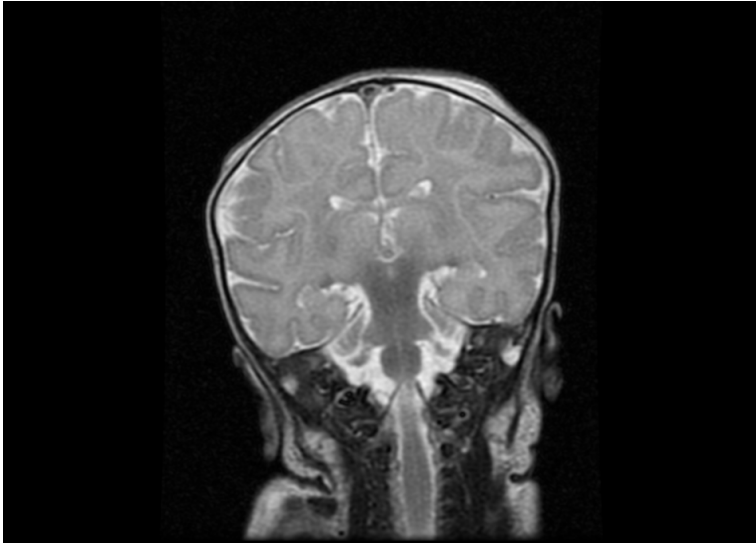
Corte coronal de RM en T2: leve hiperintensidad cortical rolándica.
